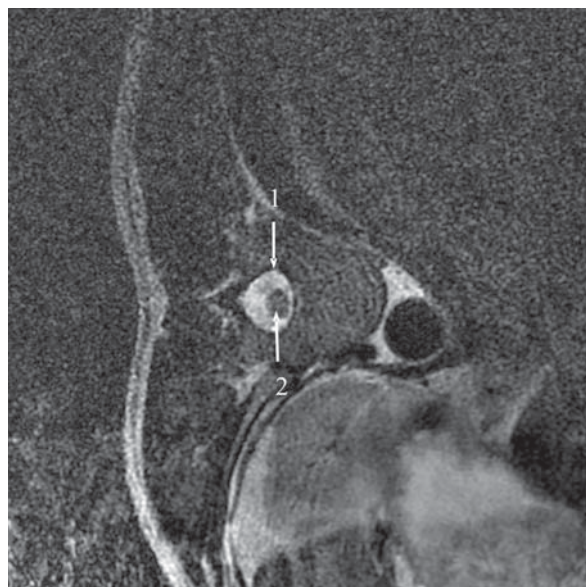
МР томография грудного отдела позвоночника при нейтральном положении позвоночника; аксиальное T₂ взвешенное изображение:
